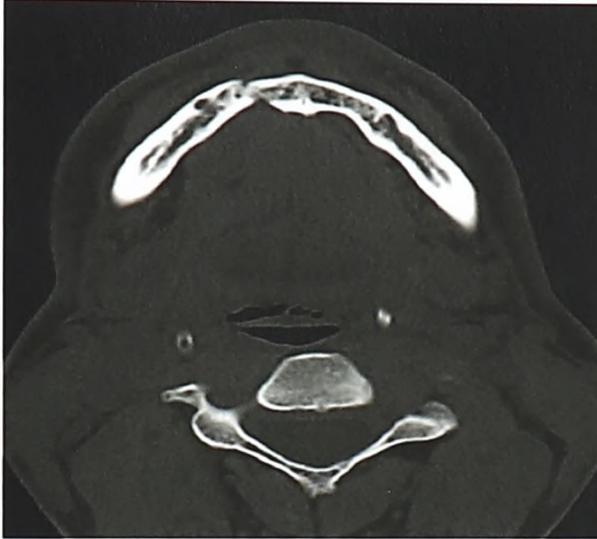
Компьютерная томография больного П. с переломом подбородочного отдела нижней челюсти справа (до операции)
